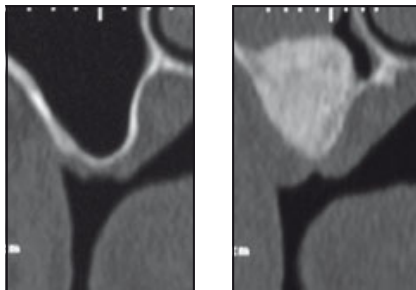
CT-Scans vor der Augmentation (links) und 6 Monate danach (rechts): In der Kieferhöhle hat das röntgendichte Volumen zugenommen.
